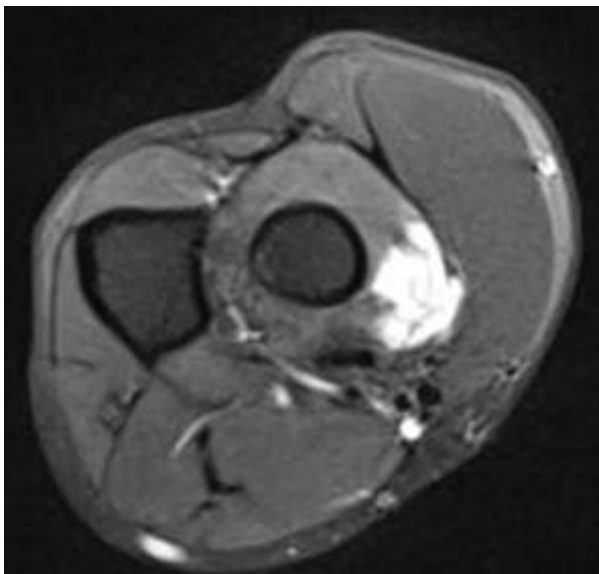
Corrélation IRM de la figure 8
